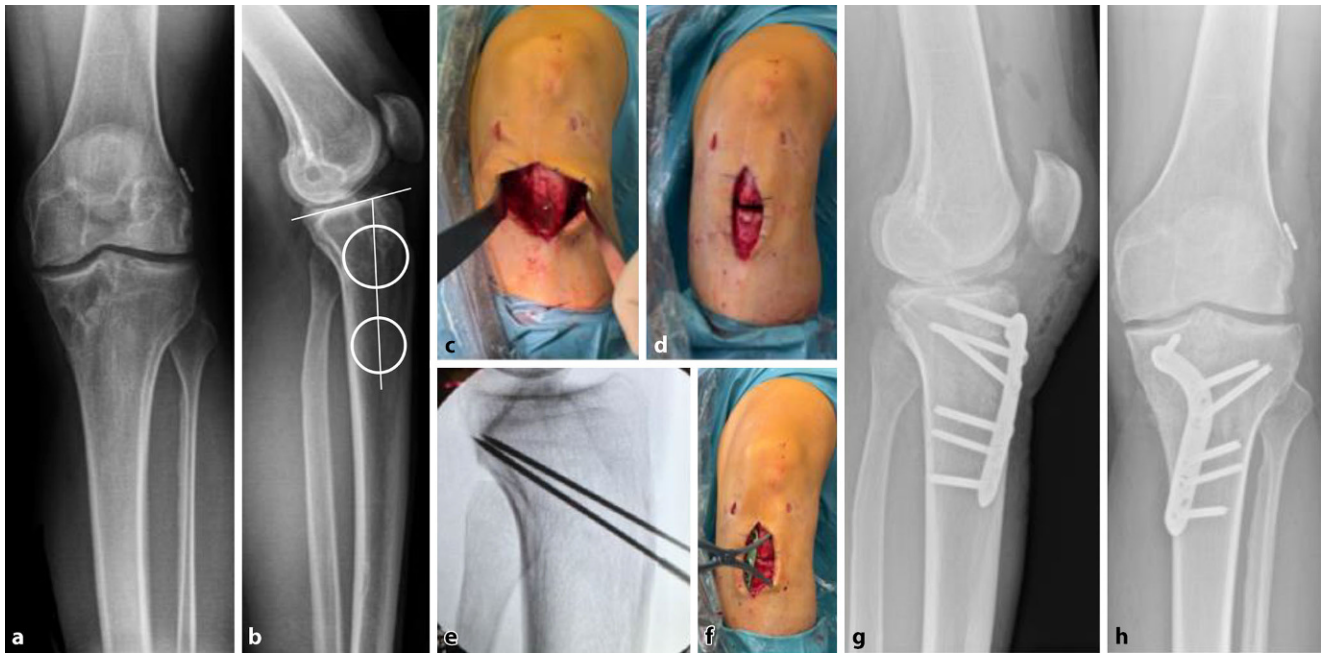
▲ a, b Röntgenaufnahmen eines 30-jährigen Patienten mit Z. n. 2-maliger Reruptur des vorderes Kreuzbands zeigen einen posterioren tibialen Slope von 16°. Zur Vorbereitung einer erneuten VKB-Rekonstruktion im Rahmen eines zweizeitigen Verfahrens wurde zunächst eine infratuberositär schließende Osteotomie (c–f), einschließlich einer Auffüllung der Bohrkanäle, durchgeführt. Hierbei wurde eine Reduktion des Slope um 6° erzielt (g, h)
